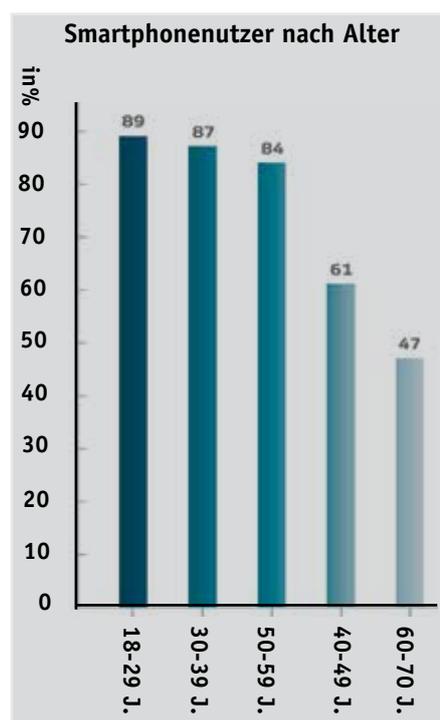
Anzahl der Smartphonennutzer nach Alter. Quelle: TK: Smarthealth Studie.
